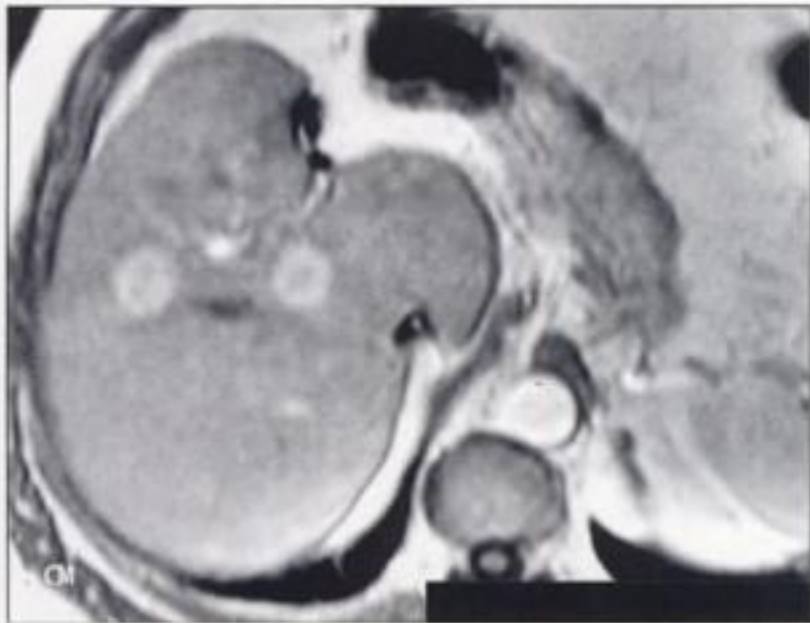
IRM hépatique : carcinome hépatocellulaire nodulaire
